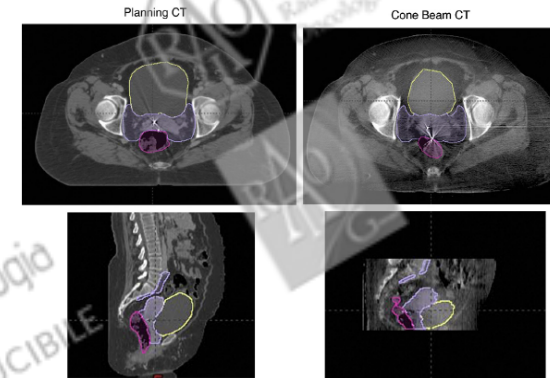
Axial (upper panel) and sagittal (lower panel) slices of a planning CT scan (left panel) and a cone beam CT scan (right panel) for an exemplary patient. The scans show contours for clinical target volume (cyan), rectum (pink), and bladder (yellow).
